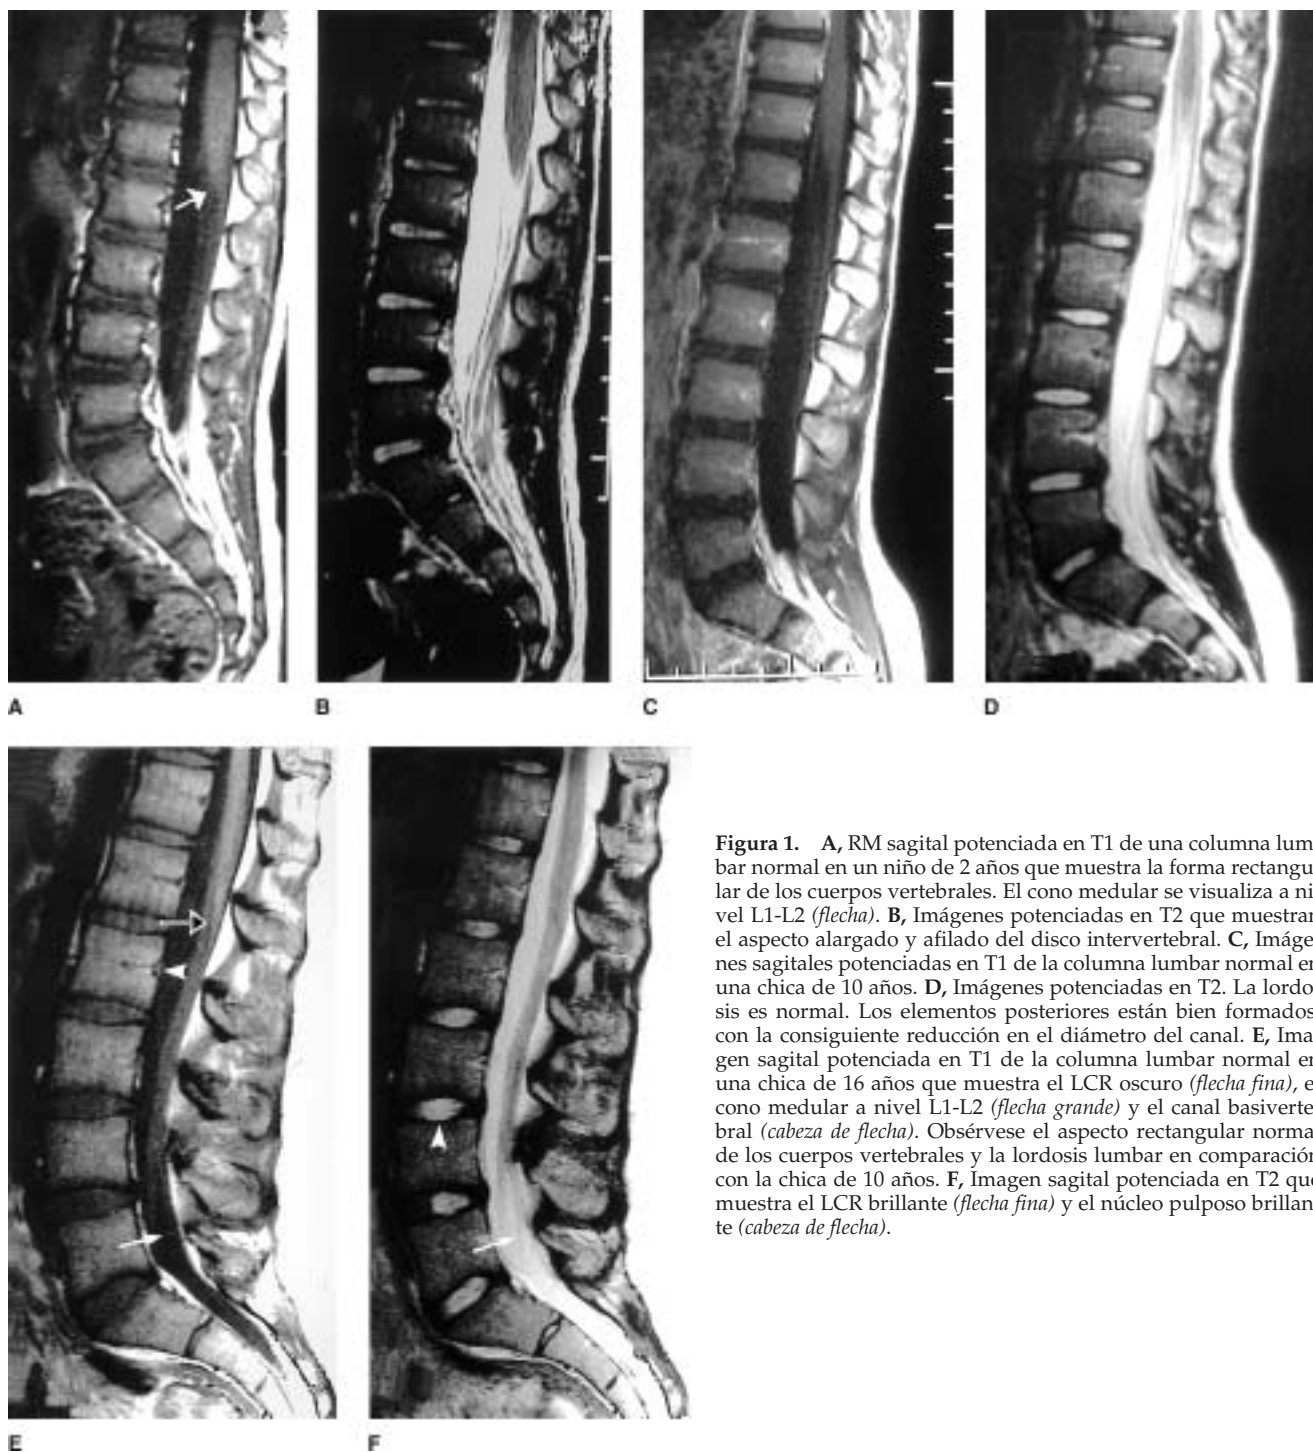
A, RM sagital potenciada en T1 de una columna lumbar normal en un niño de 2 años que muestra la forma rectangular de los cuerpos vertebrales. El cono medular se visualiza a nivel L1-L2 (*flecha*). B, Imágenes potenciadas en T2 que muestran el aspecto alargado y afilado del disco intervertebral. C, Imágenes sagitales potenciadas en T1 de la columna lumbar normal en una chica de 10 años. D, Imágenes potenciadas en T2. La lordosis es normal. Los elementos posteriores están bien formados, con la consiguiente reducción en el diámetro del canal. E, Imagen sagital potenciada en T1 de la columna lumbar normal en una chica de 16 años que muestra el LCR oscuro (*flecha fina*), el cono medular a nivel L1-L2 (*flecha grande*) y el canal basivertebral (*cabeza de flecha*). Obsérvese el aspecto rectangular normal de los cuerpos vertebrales y la lordosis lumbar en comparación con la chica de 10 años. F, Imagen sagital potenciada en T2 que muestra el LCR brillante (*flecha fina*) y el núcleo pulposo brillante (*cabeza de flecha*).
